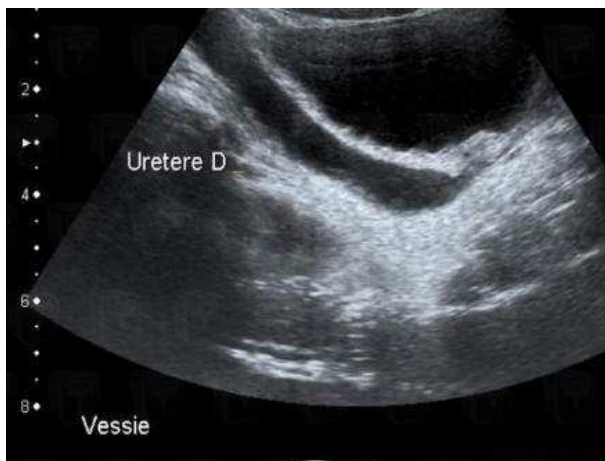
hydronéphrose à l'échographie
